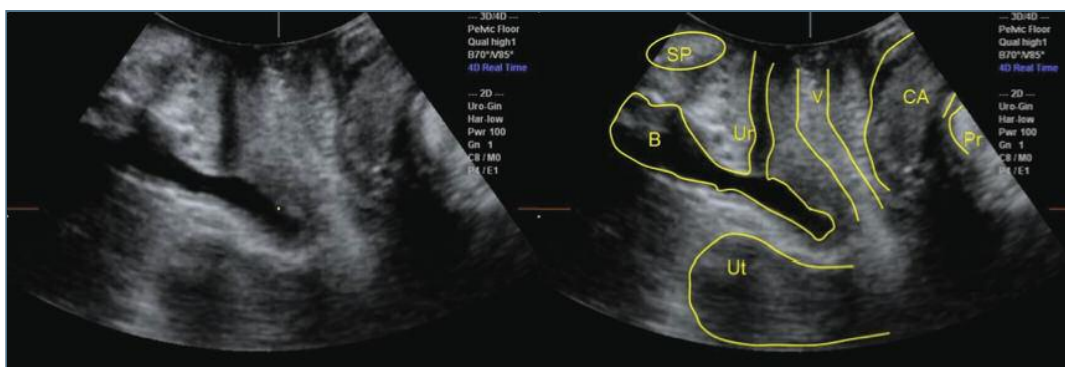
Ecografia. Imagem 2D de pavimento pélvico em corte sagittal em repouso. SP: sínfise púbica; Ur: uretra; B: bexiga; V: vagina; Ut: útero; CA: canal anal; Pr: músculo puborretal
